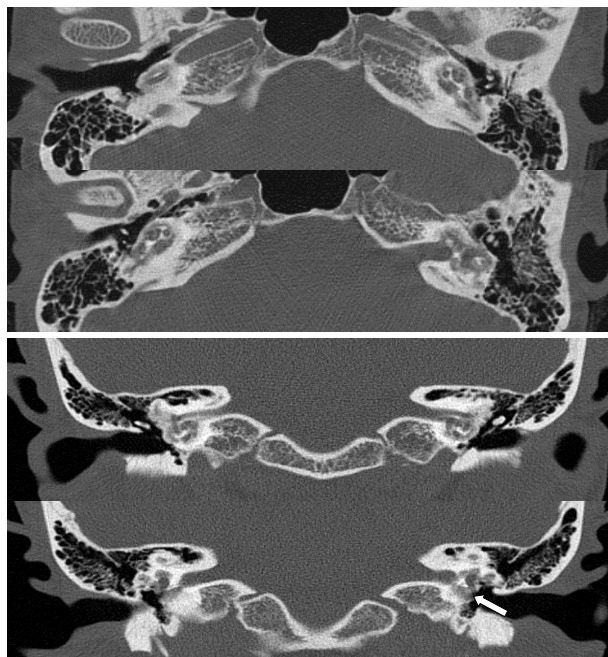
Temporal bone CT. Retrofenestral otosclerosis with demineralization around cochlea and labyrinth, bilaterally, partially obstructed round window is seen (arrow).
